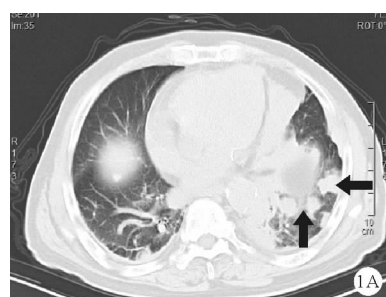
患者肺部增强 CT 检查见左侧胸壁多发结节及肺部多发结节阴影(A:肺窗;B:纵隔窗,如箭头所示) 图 2 患者 CT 引导下肺穿刺部位位于左侧心缘旁高密度病变(如箭头所示)
